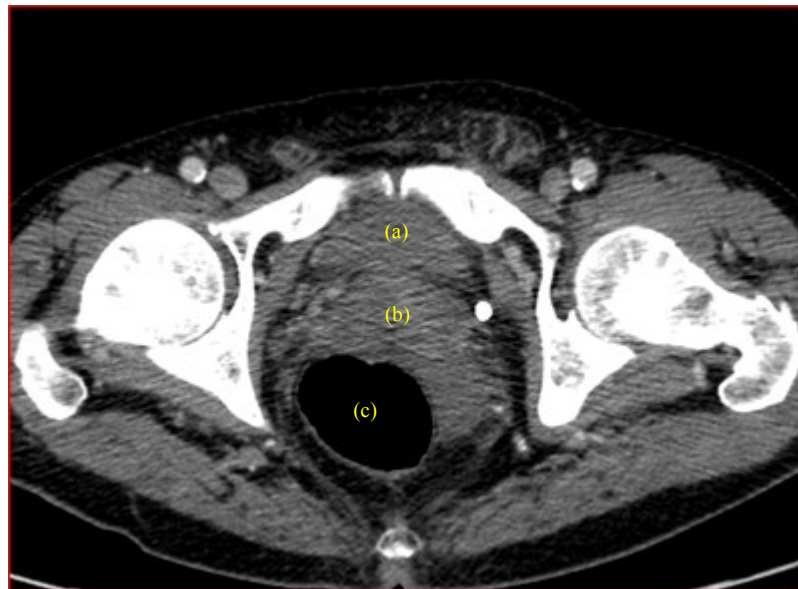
Immagine TC della zona pelvica. La discriminazione tra vescica (indicata in figura dalla lettera (a)) e prostata (b) non è semplice per il basso contrasto tra i tessuti molli nell'indagine tomografica. Il retto (c) è sicuramente più semplice da osservare.
